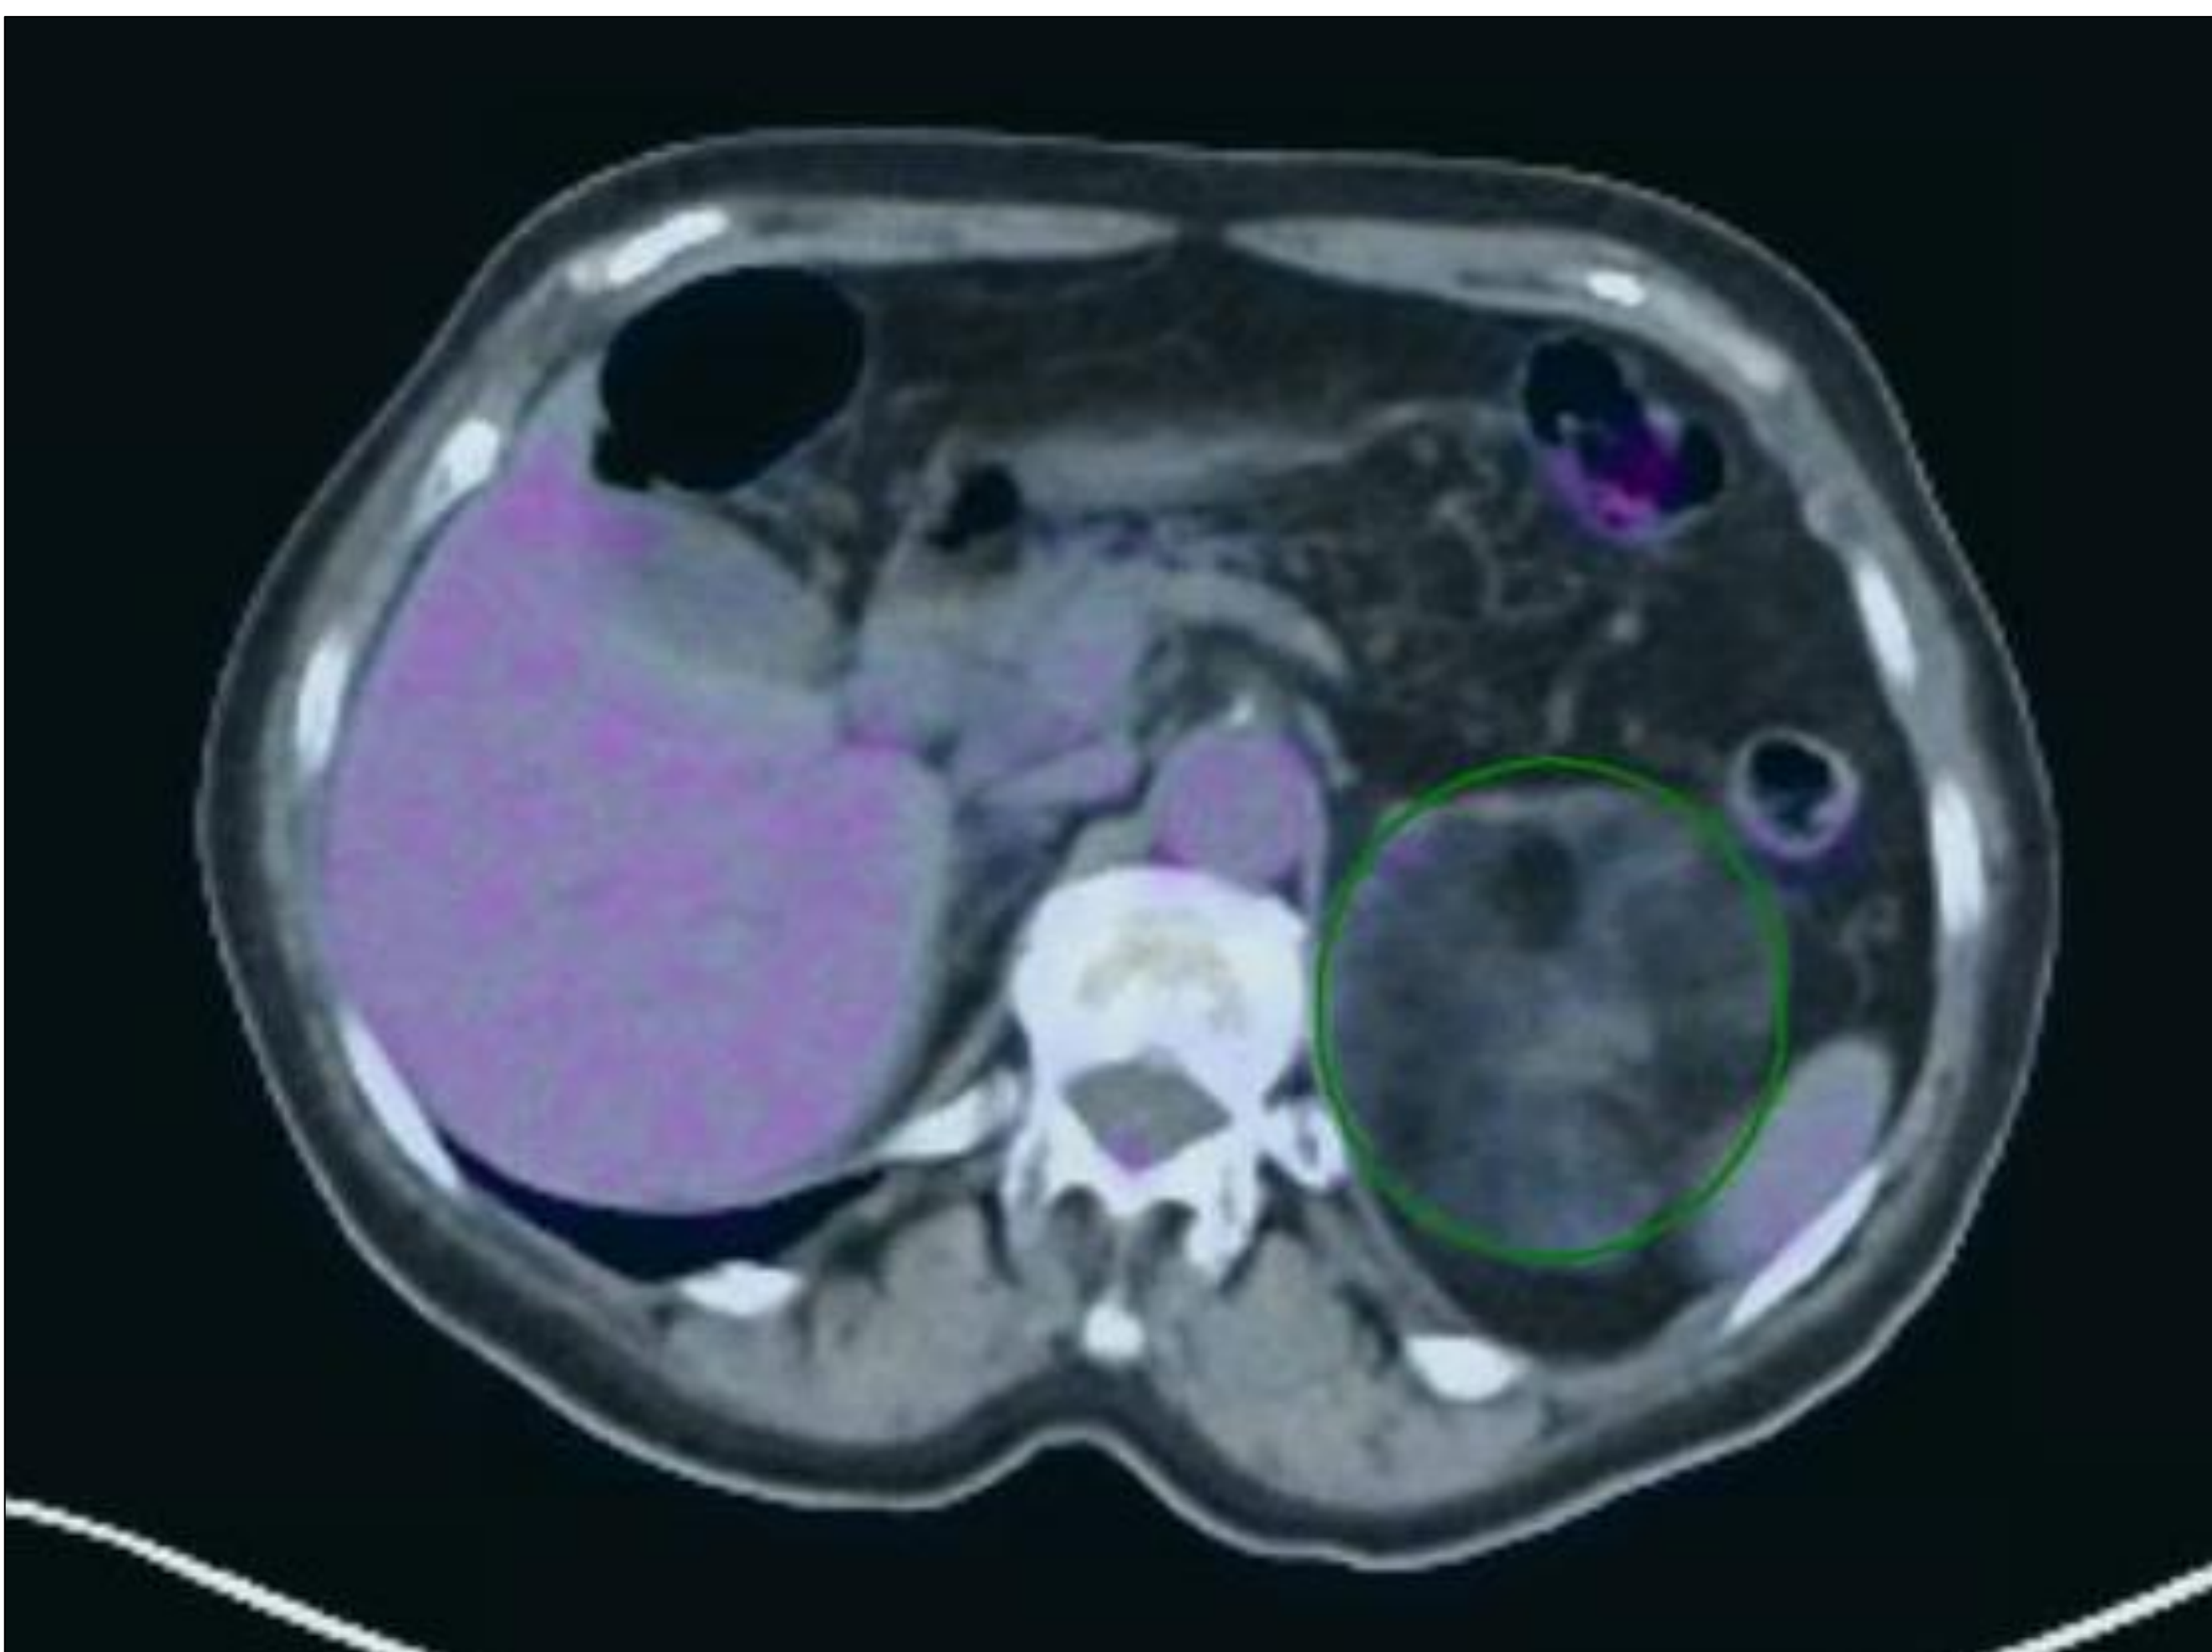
Imagen de PET-TC con rastreo corporal con ^{18}F -FDG. Mielolipoma suprarrenal izquierdo sin avidéz significativa por la FDG-18.
